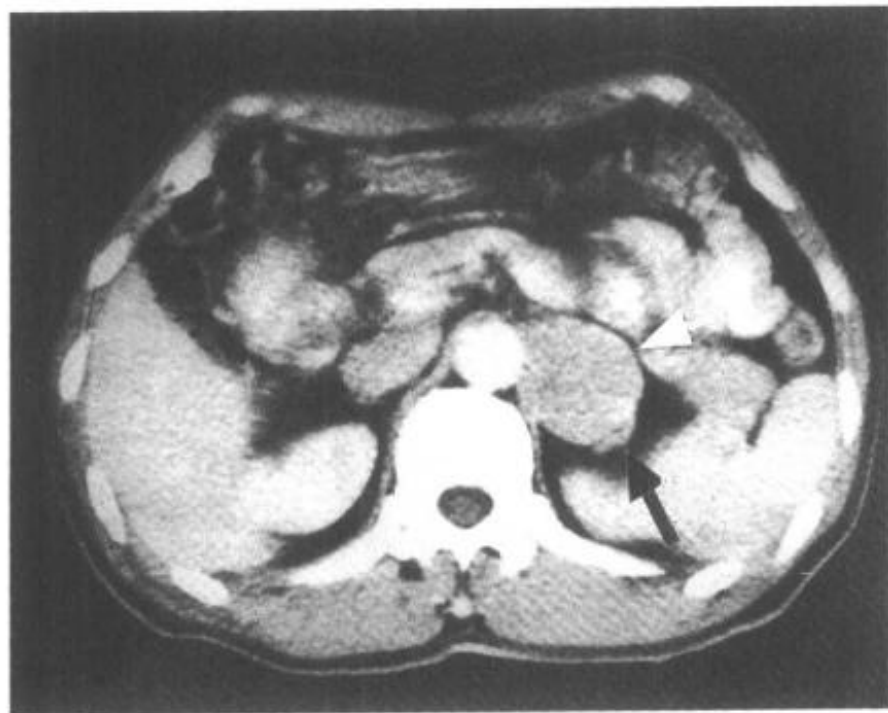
4—10 肾上腺无功能腺瘤 CT 表现
